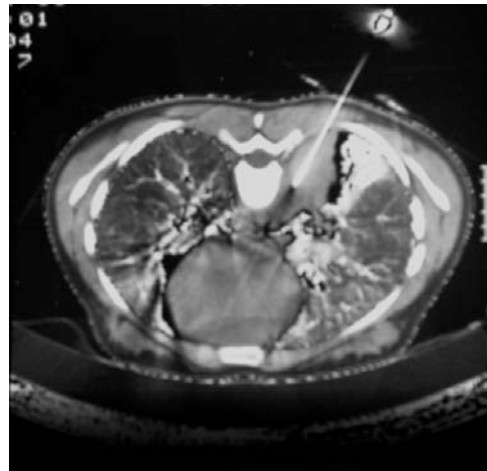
Плевральная пункция выполнена под контролем компьютерной томографии в положении пациента лежа на животе. На томограмме видна пункционная игла, конец которой находится в осумкованной полости на уровне левого реберно-позвоночного угла
